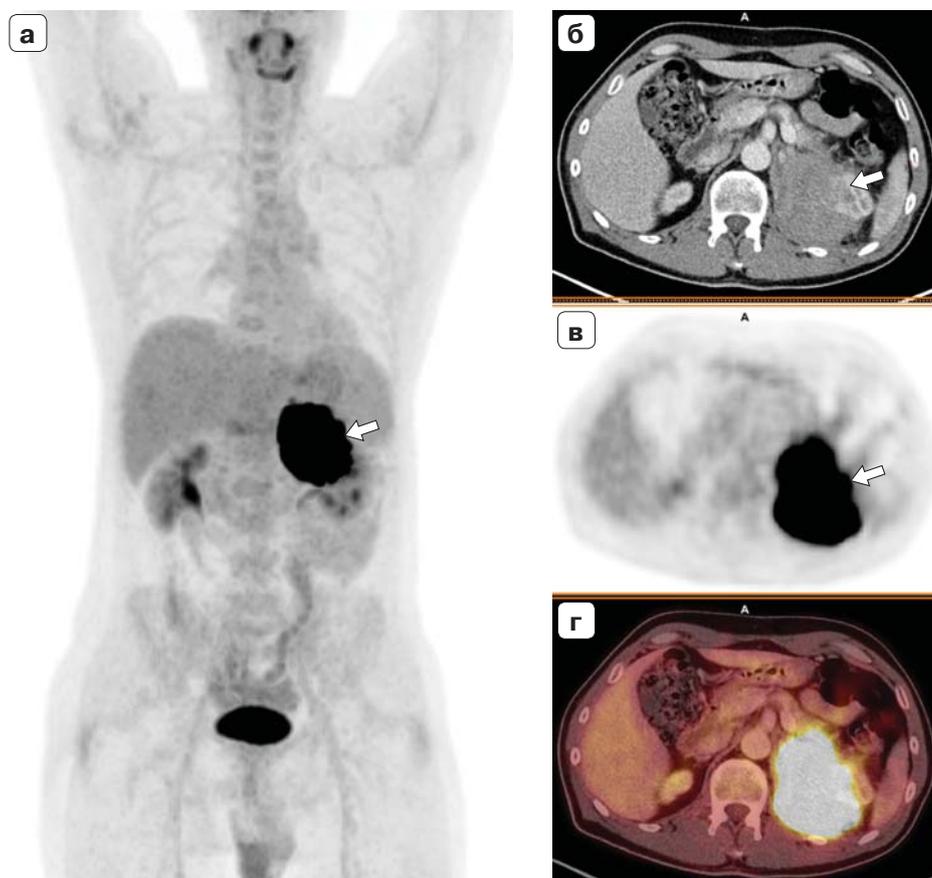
Рецидив аденокортикального рака после адrenaлэктомии. ПЭТ/КТ-исследование с ^{18}F -ФДГ. ПЭТ (MIP) во фронтальной проекции (а), КТ с внутривенным контрастным усилением (б), ПЭТ- (в) и ПЭТ/КТ- (г) изображения в аксиальной проекции. Стрелками отмечено объемное образование в ложе левого надпочечника с признаками выраженного накопления РФП (SUVmax 33,27).
